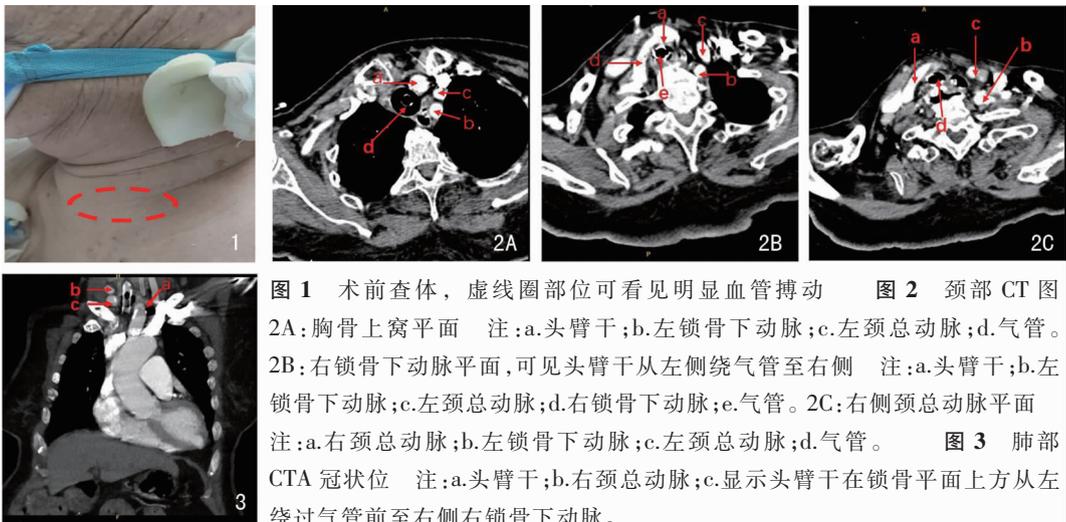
术前查体,虚线圈部位可看见明显血管搏动 图2 颈部CT图
